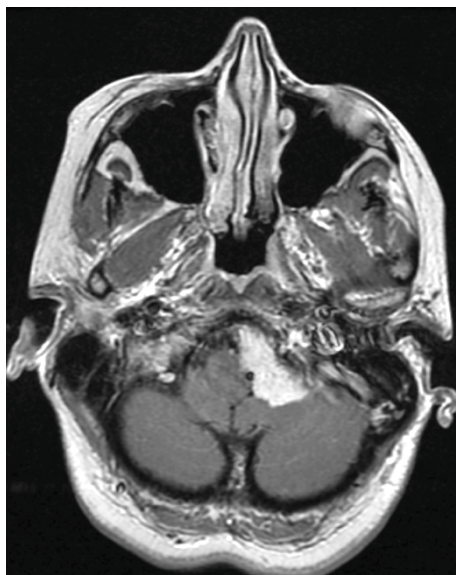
МРТ головного в аксиальной проекции – определяется МОКВП слева, с широким основанием опухоли, интимным расположением позвоночной артерии, без признаков перифокального отека.
